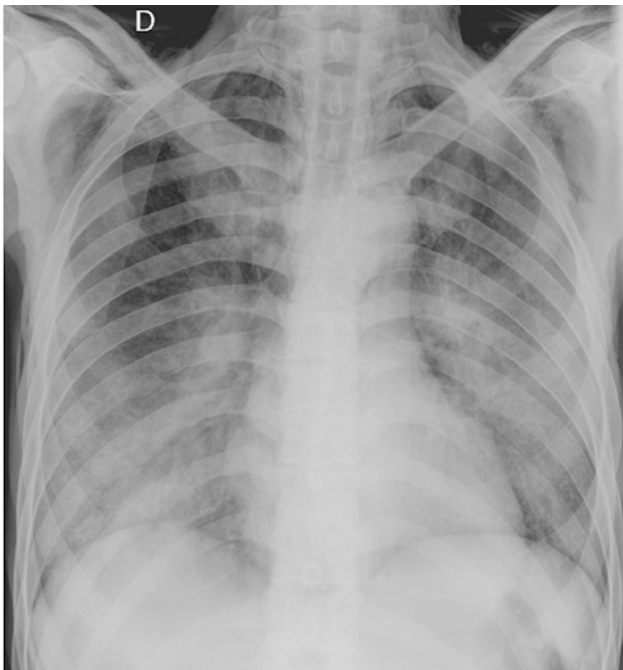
Radiografia de tórax, incidência postero-anterior.
